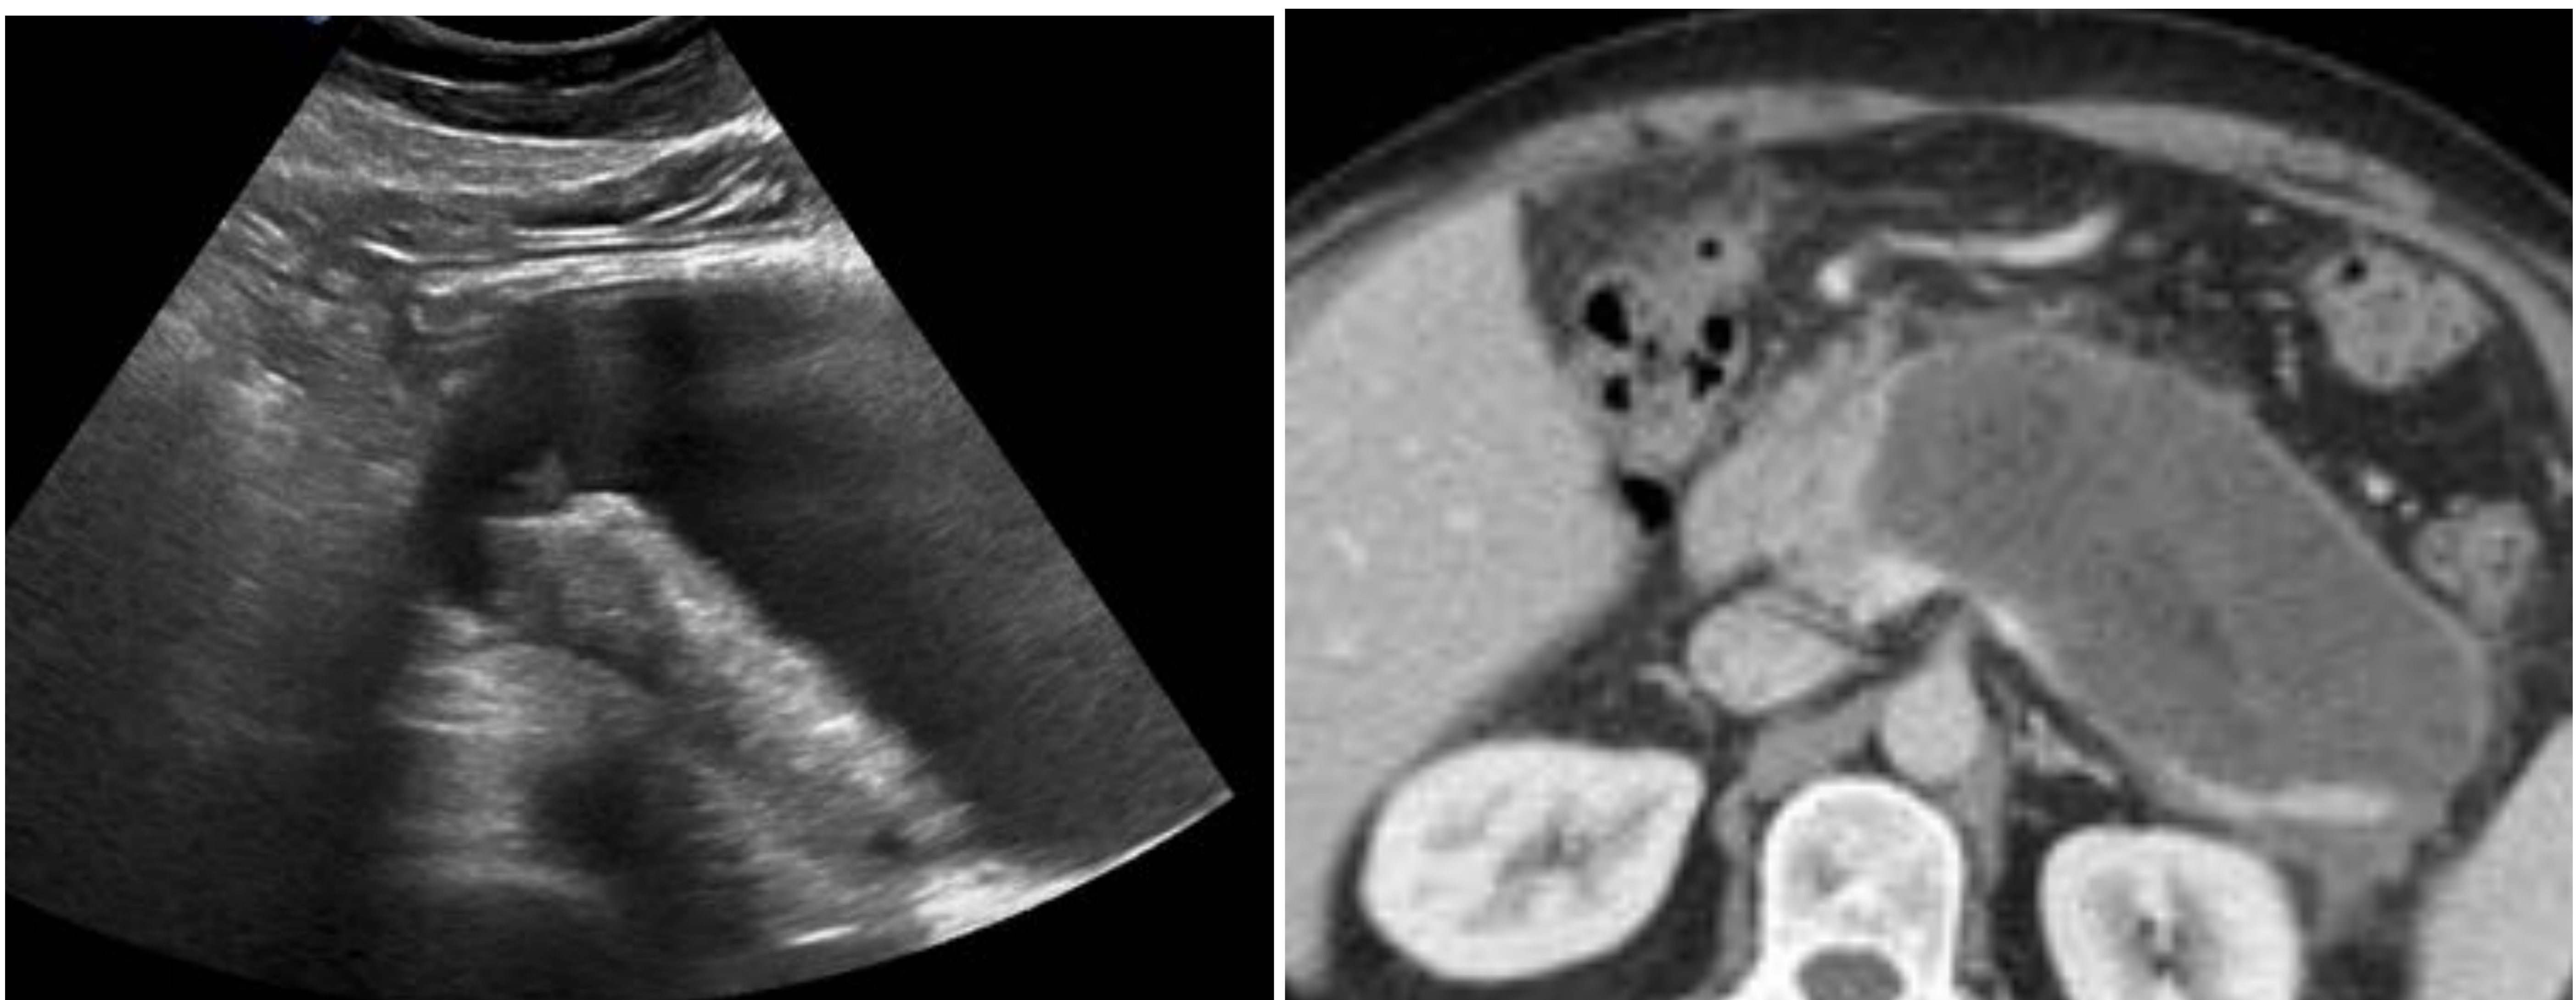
Necrosis encapsulada. Bien encapsulada y con componente sólido ecogénico en la vertiente posterior de la colección. *Correlación con TC con contraste iv.*
